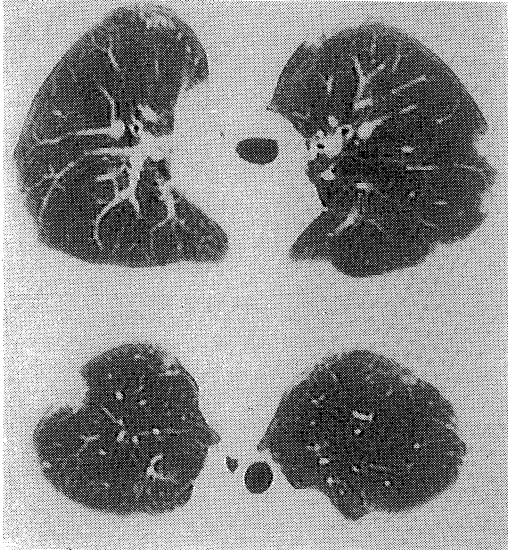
Chest CT demonstrates that irregular infiltrate observed consist of several nodules being in contact with visceral pleura.
